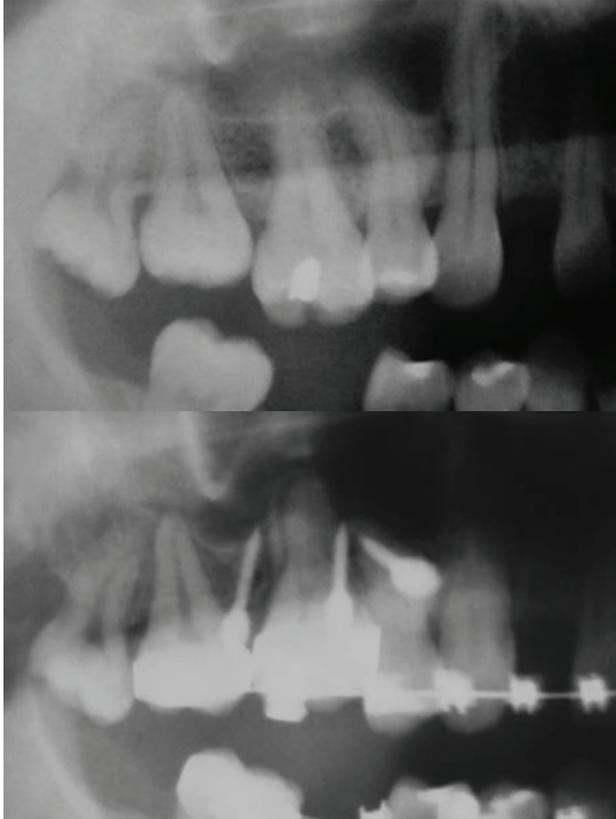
Radiografias tomadas antes e após a intrusão, mostrando a alteração ocorrida no posicionamento do primeiro molar superior.
